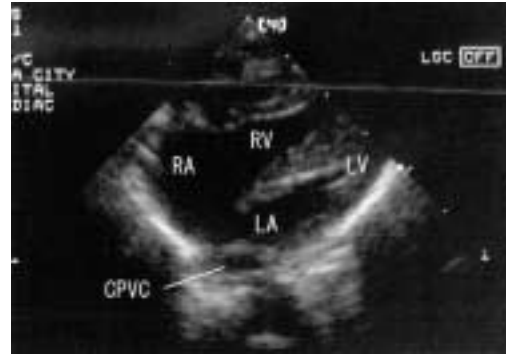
Echocardiography. A common pulmonary trunk is seen. No vertical vein was found. CPVC: common pulmonary vein chamber, RA: right atrium, RV: right ventricle, LA: left atrium, LV: left ventricle
